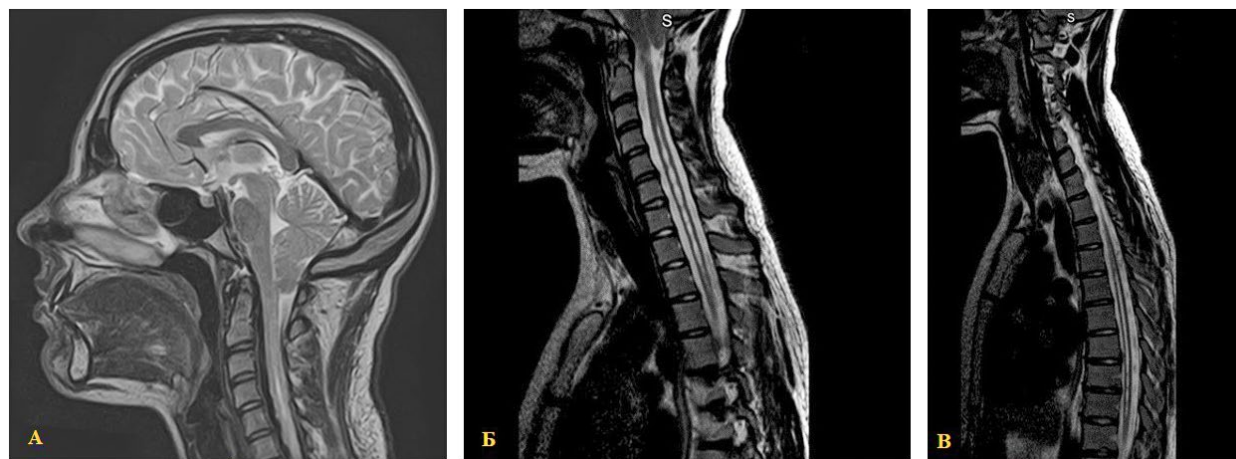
Данные предоперационной МРТ ЦНС (режим Т2) А – головного мозга, Б – шейного отдела спинного мозга, В – грудного отдела спинного мозга.
